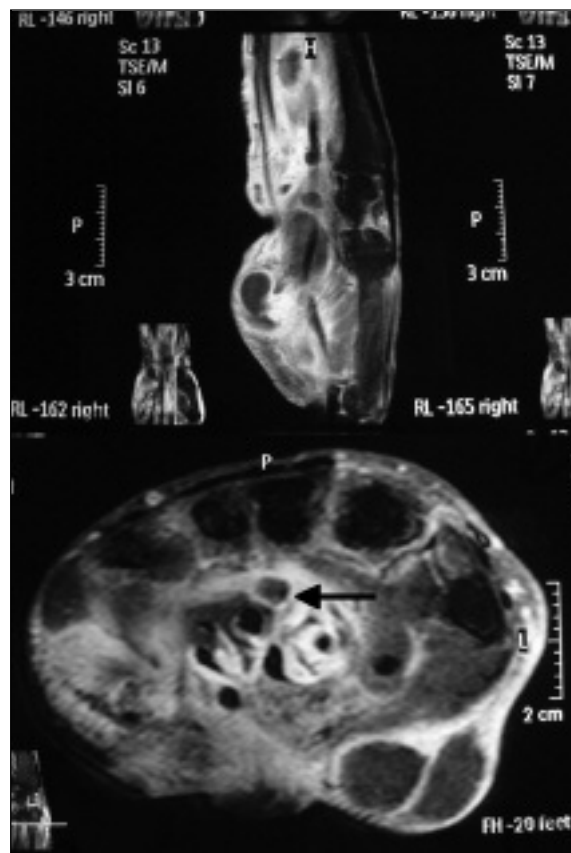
Magnetic resonance image (T2 SPAIR/T1 SPIN post-contrast) of wrist in March 2008, showing synovial thickening, post-contrast enhancement and liquid in the flexor tendon sheath by the carpal tunnel. Median nerve thickening and edema
